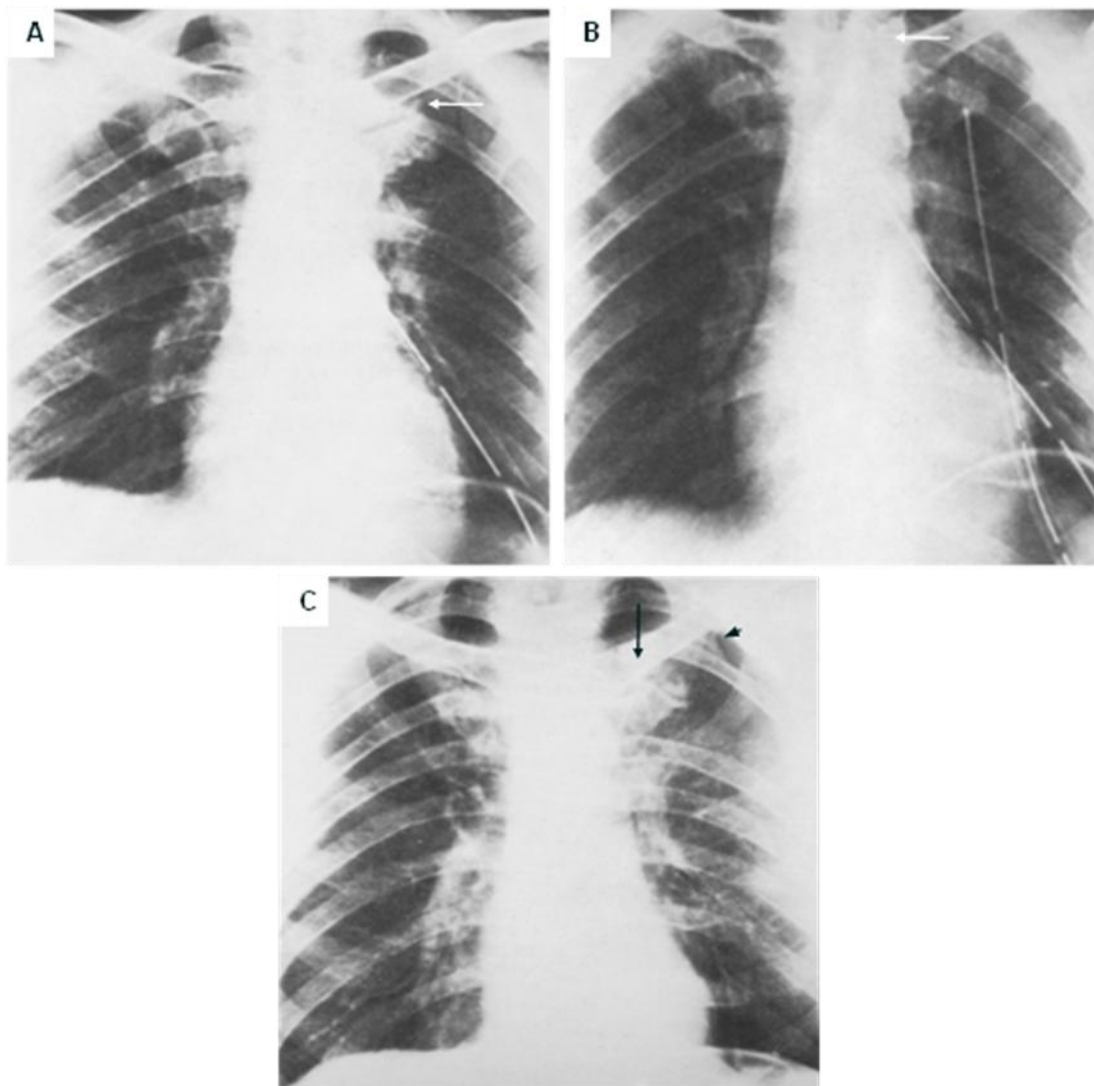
27. Serie de Radiografía de tórax en AP de un mismo paciente. A. Postoperatorio inmediato, se observan grapas quirúrgicas en el pulmón (flecha). B. Un día después las grapas se han desplazado hacia el hilio (flecha), lo que indica un neumotórax, no se observa en borde de la pleura. C. En una radiografía de seguimiento se puede observar el neumotórax (punta de flecha), la grapa (flecha) se observa en otra posición.
